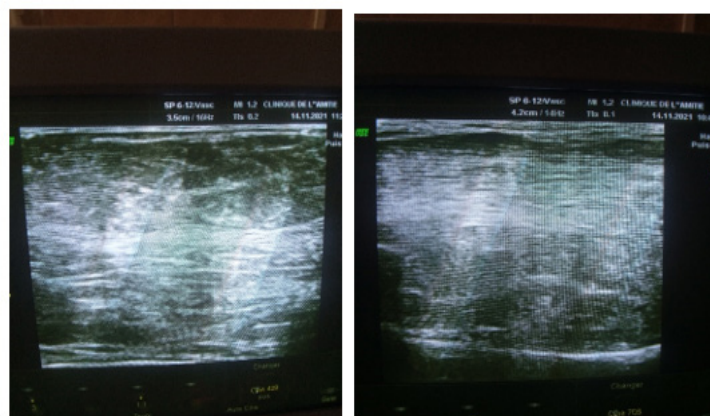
images échographiques : objectivent un tissu fibro-glandulaire inguinale gauche.
